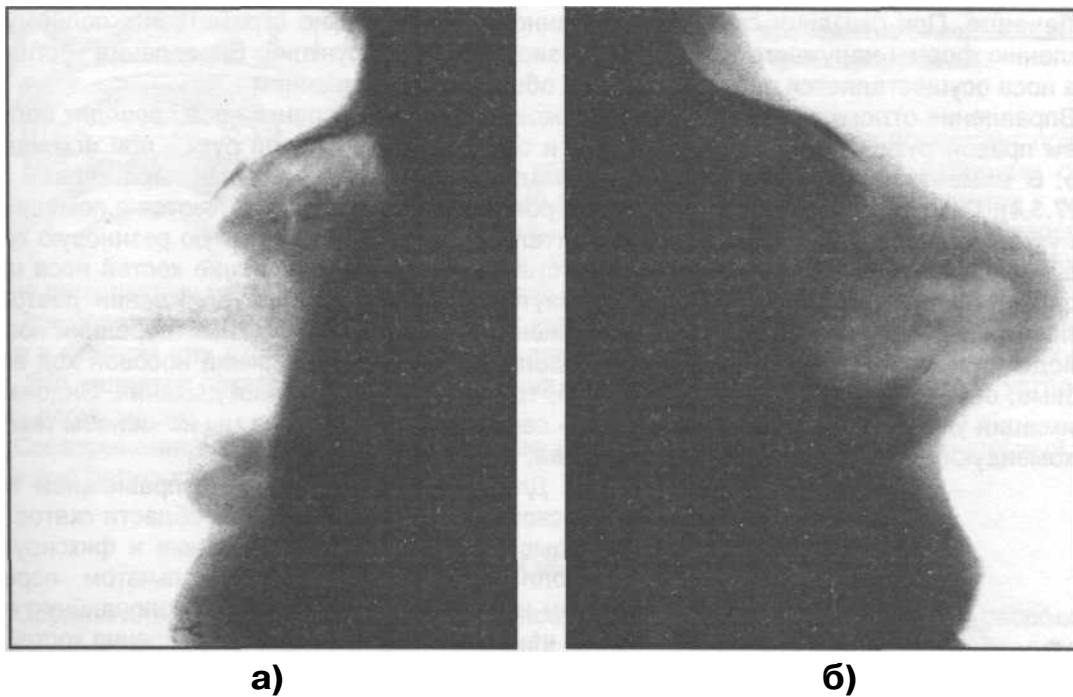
Боковые рентгенограммы (а,б) костей носа при их переломе.
